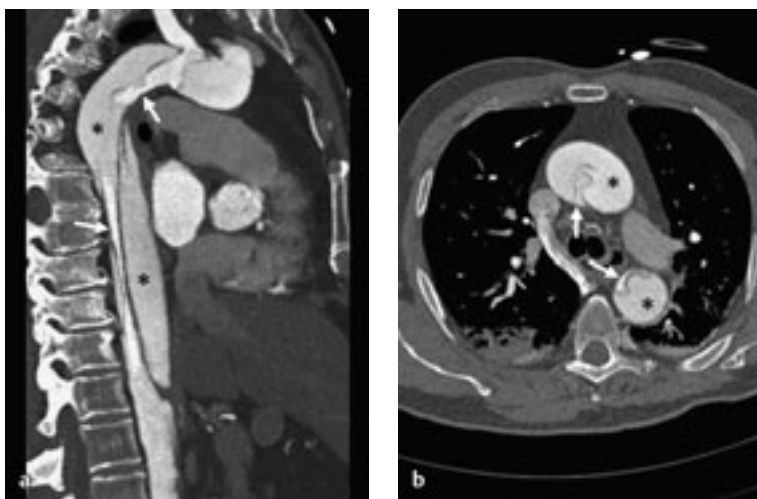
a, b Aortendissektion. CT-Angiographie. Dissektion vom Typ A nach Stanford. Kleines komprimiertes wahres Lumen mit vermehrter KM-Aufnahme (Pfeile). Größeres peripheres falsches Lumen mit geringerer KM-Aufnahme (Sterne).
